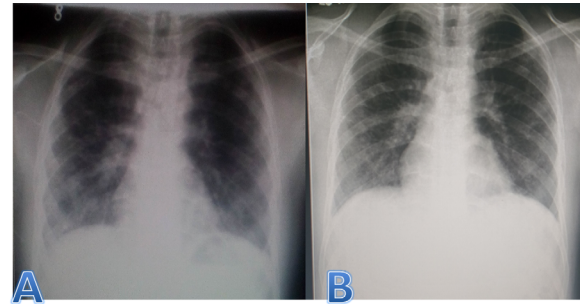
Image A shows a chest radiograph taken on the tenth day of evolution showing bilateral basal hilum infiltrate, without soft tissue or bone alterations. No alterations at the level of the cardiomeastinum. Image B shows an evolutionary PA view chest X-ray performed on the fifteenth day where a remarkable radiographic improvement is observed.
